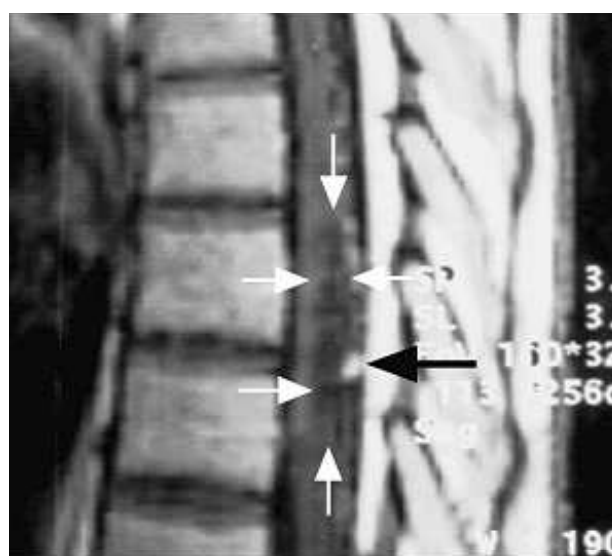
Kernspintomografische Darstellung eines spinalen Hämangioblastoms (schwarzer Pfeil) mit ausgeprägten zystischen Anteilen (weißer Pfeil) in Höhe Th7/8 bei einer 34-jährigen Patientin. Die Patientin war neurologisch unauffällig.
